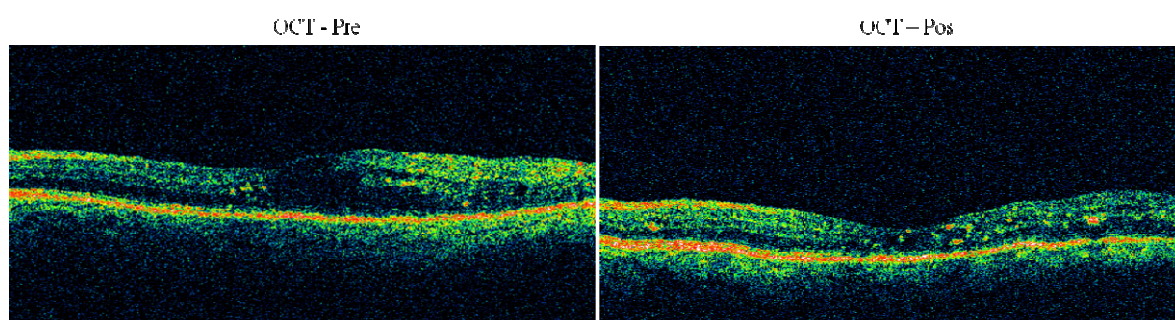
Contraste de casos 8. Análisis diagnóstico mediante imágenes de Tomografía Óptica Coherente, evaluadas de manera pre y post intervención.
